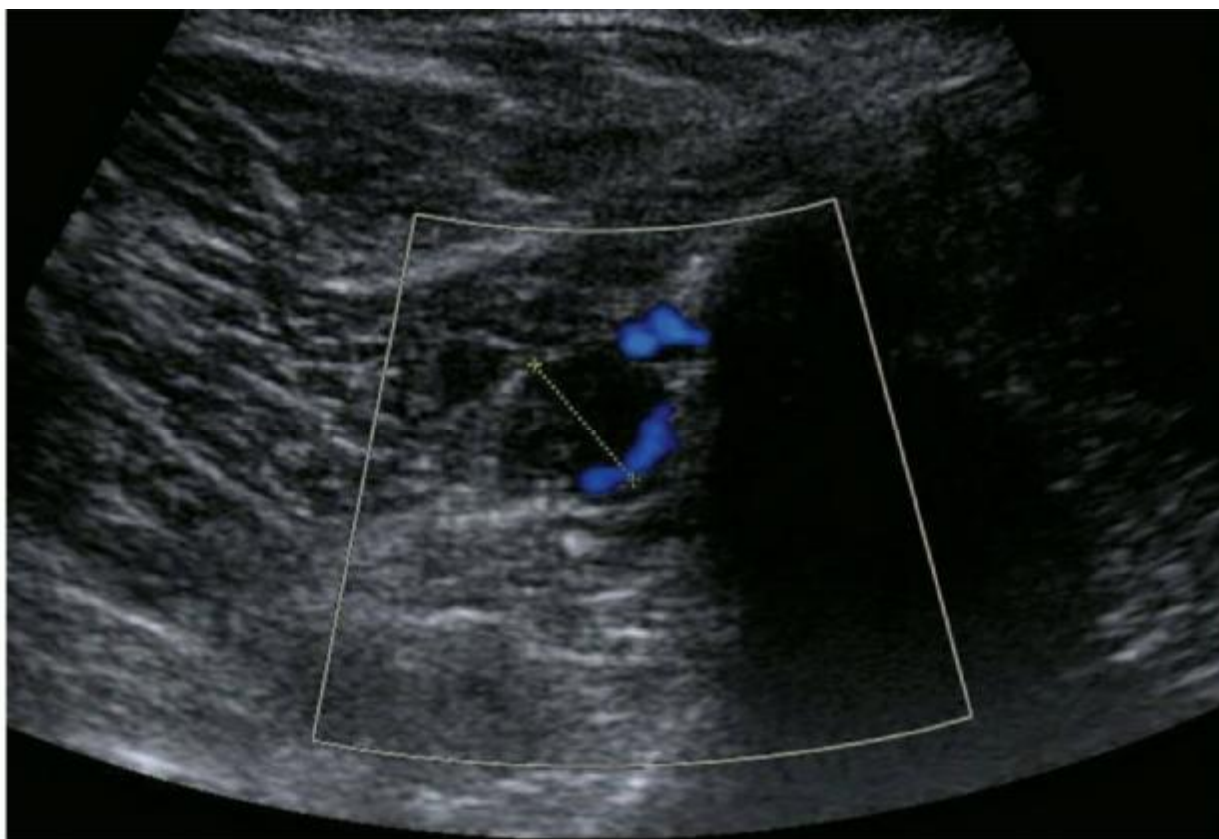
Echo doppler veineux des MI d'une patiente présentant une thrombose de la veine péronière droite(61).
